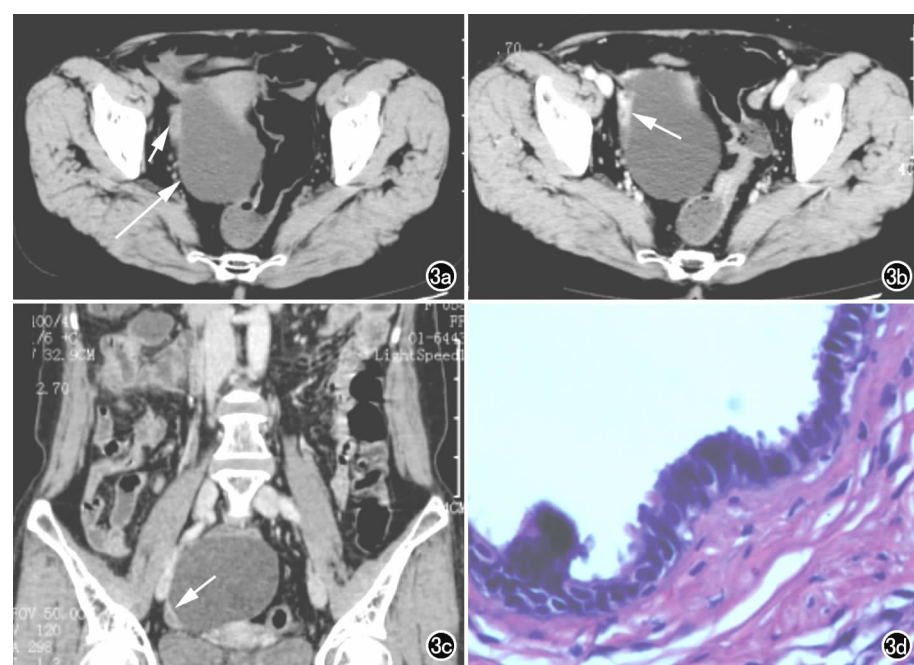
右侧输卵管系膜囊肿。a) CT平扫示盆腔内子宫右侧阔韧带后下方卵圆形囊性肿块(长箭),边界清楚,囊壁菲薄,囊肿右侧见正常卵巢影(短箭);b) CT增强扫描示囊肿壁无强化,囊肿右侧正常卵巢明显强化(箭);c) CT增强扫描冠状面重组图像示囊肿壁轻度强化,囊肿右侧正常卵巢明显强化(箭);d) 镜下可见输卵管系膜囊肿内衬纤毛柱状上皮,壁内见平滑肌组织($\times 200$, HE)。
